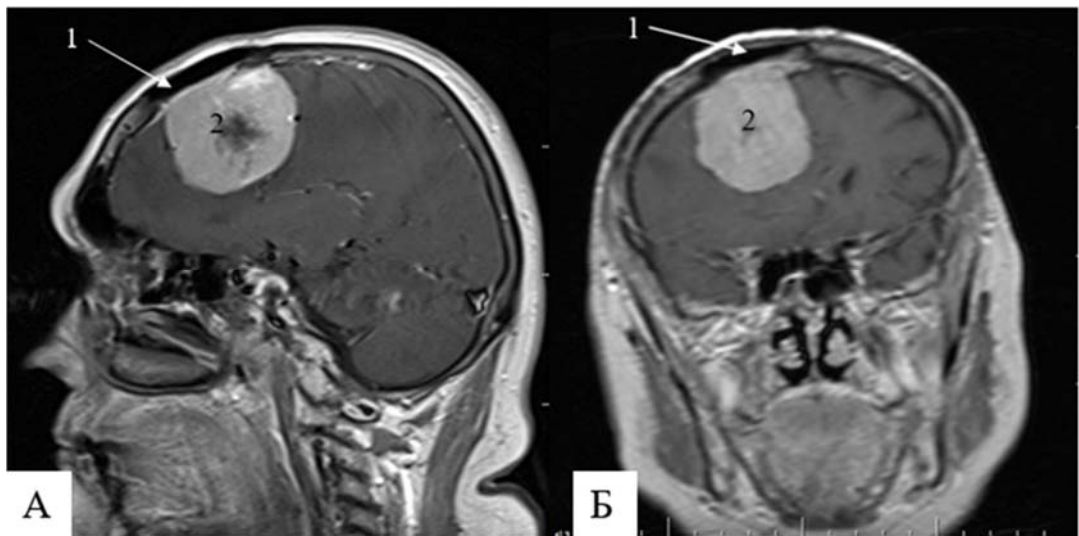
МРТ головного мозга (Т1-взвешенное изображение с контрастированием) через 5 лет. А (сагиттальный срез); Б (коронарный срез) 1- имплант из полиметилметакрилата; 2 – рецидив опухоли в области передней трети ВСС и фалькса
